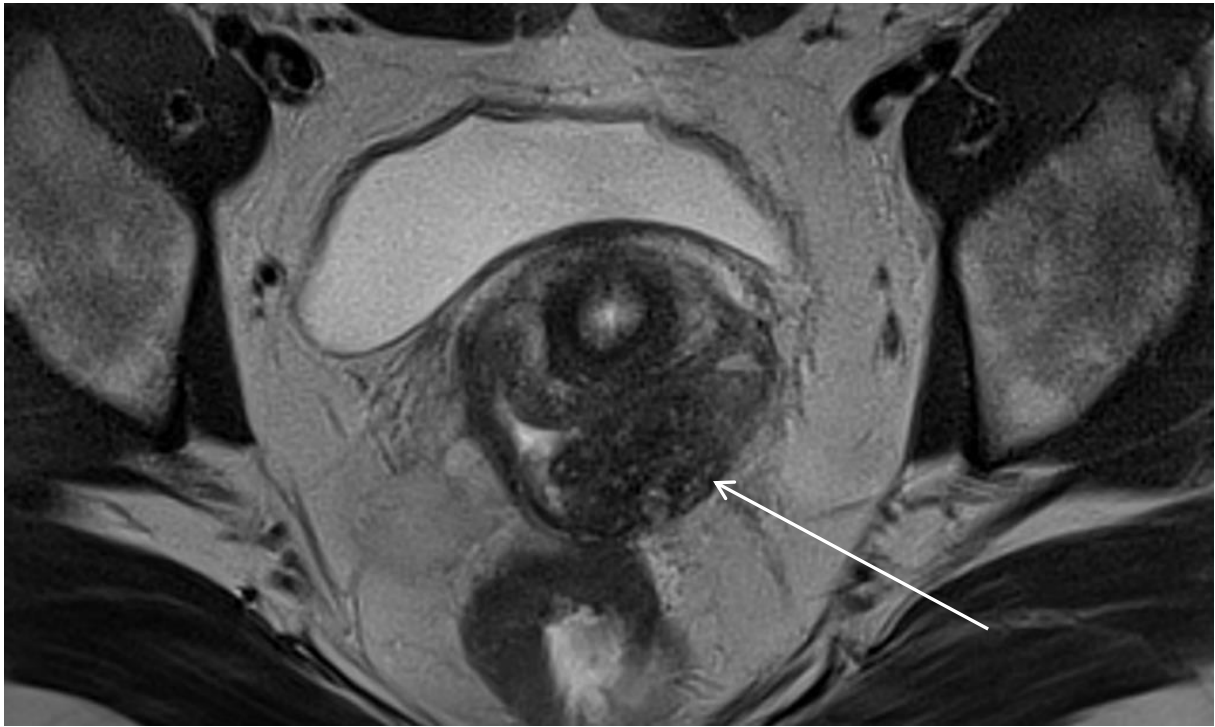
IRM séquence axiale T2 : volumineuse lésion en hyposignal du cul-de-sac vaginal postérieur, bourgeonnante (flèche blanche).
